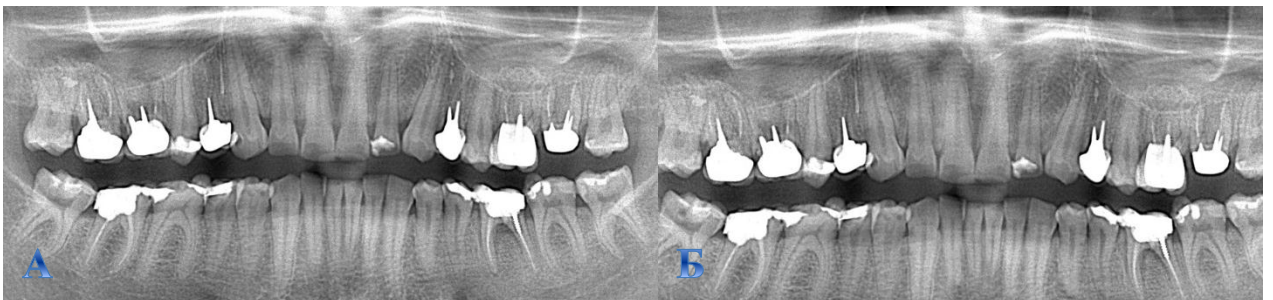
Отропантомограма пацієнта Т.Ч., 38 років; медична карта 1/40205. А. Деструкція кісткової тканини в межах до 1/2 довжини коренів зубів (на початку дослідження). Б. Стан кісткової тканини через 6 місяців після лікування.
